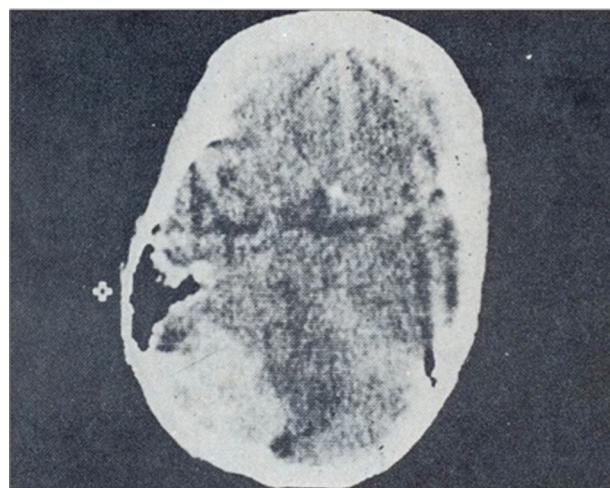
Tomografía axial computada. Niña de 6 años de edad con linfoma tipo Burkitt en fosa cerebelosa izquierda.
